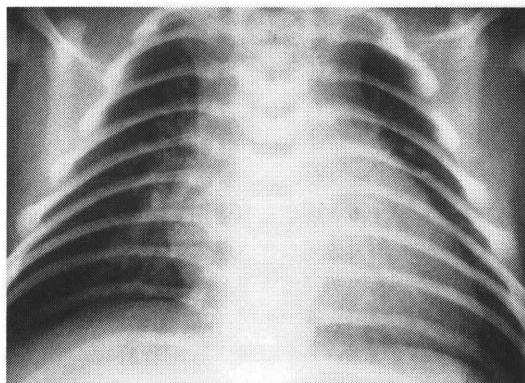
Chest X-ray before the first operation
